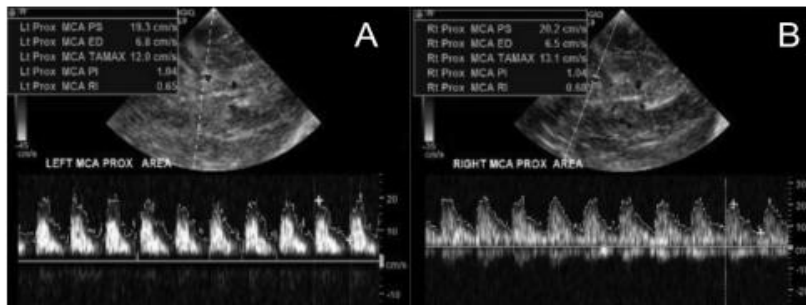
Realización Ecografía Doppler Transcraneal utilizando el Doppler Pulsado de un ecógrafo. (Tomado de: LaRovere;34.J Ultrasound med 2015)
